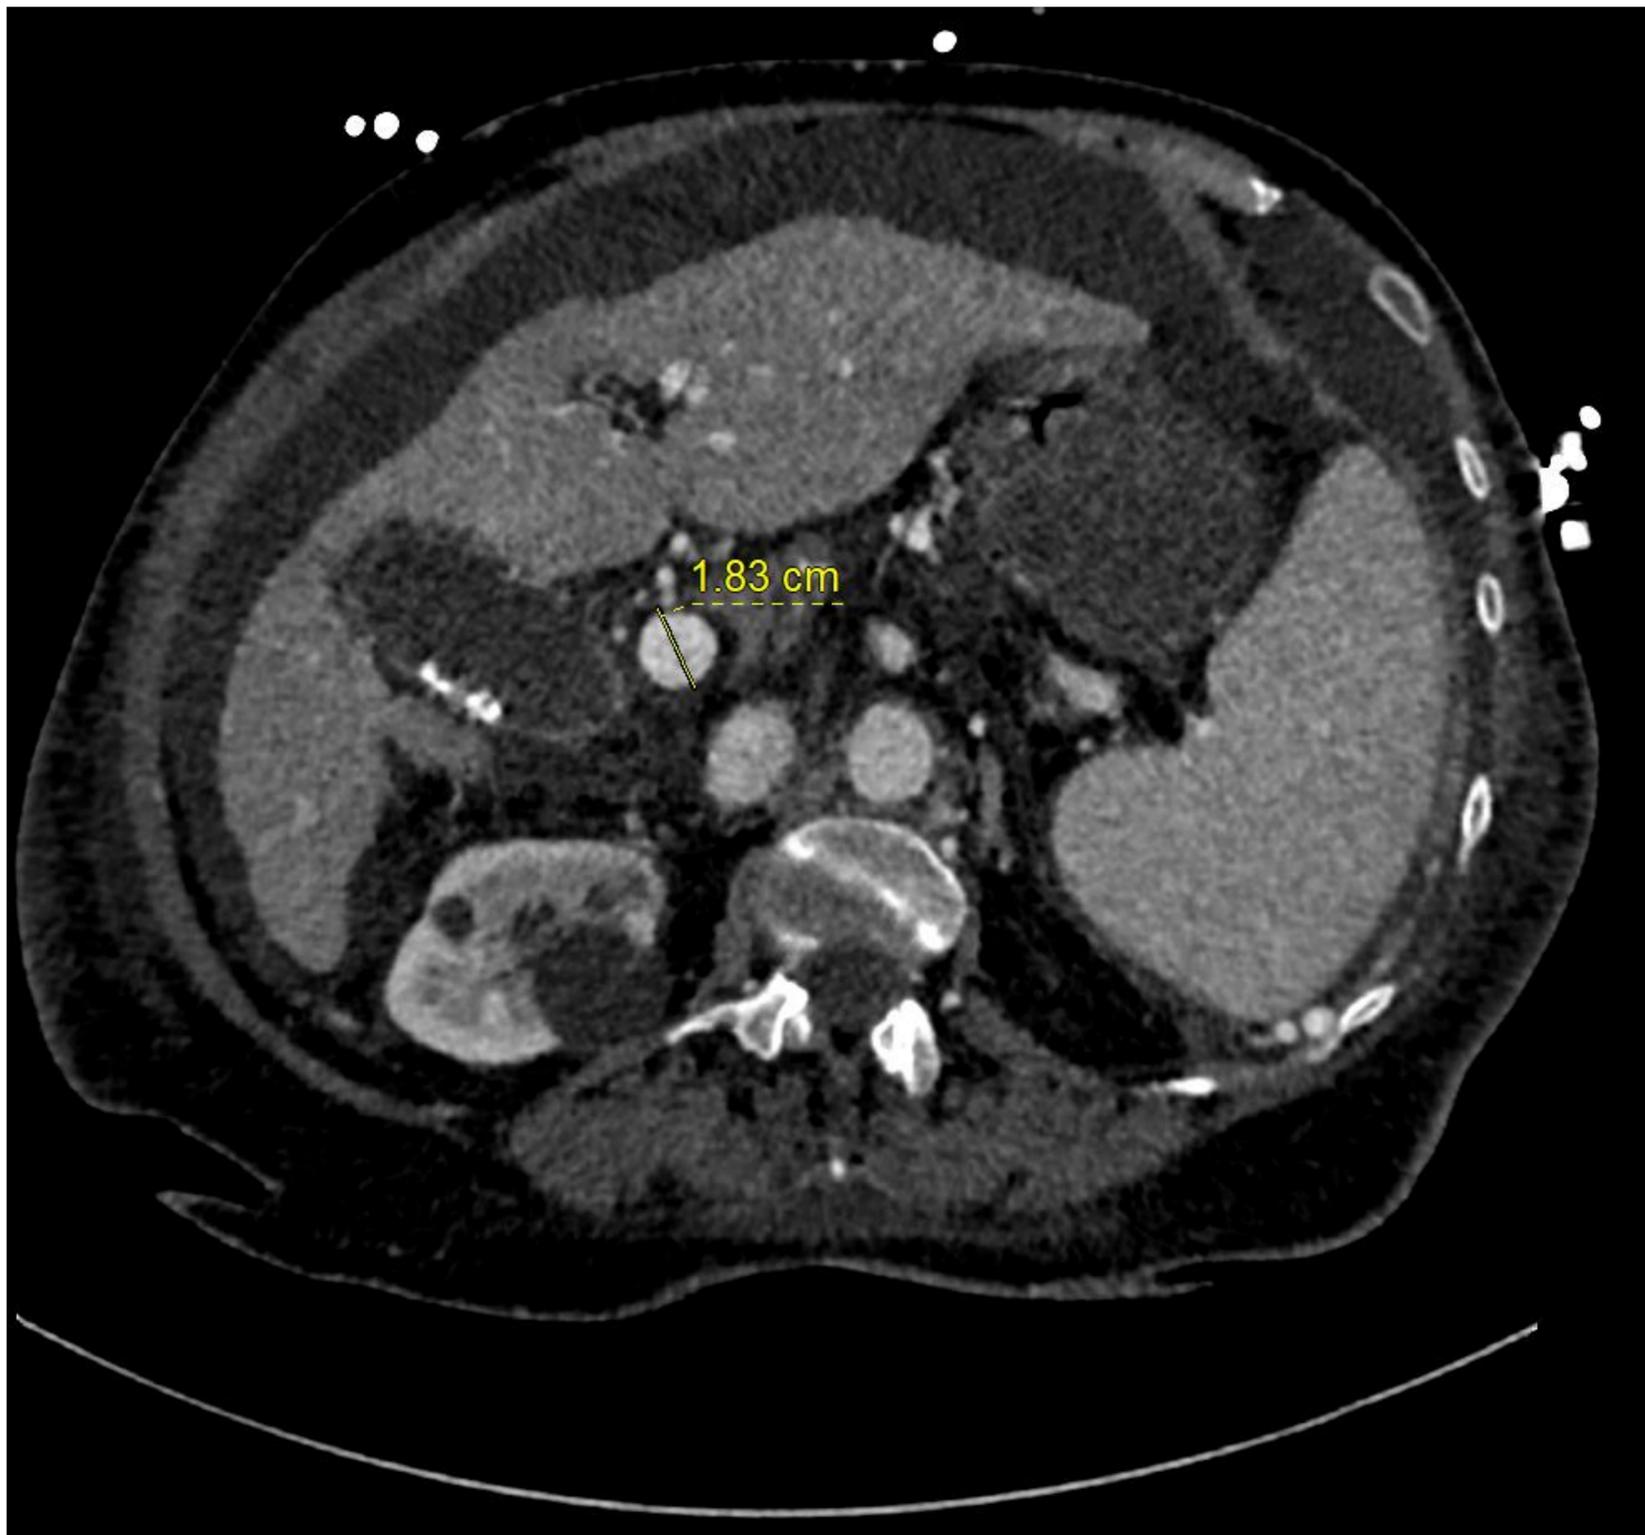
TC en plano axial en paciente cirrótico en el que se observa la vena porta aumentada de calibre (18 cm), además de la presencia de ascitis e hipertrofia de los segmentos II y III hepáticos.
